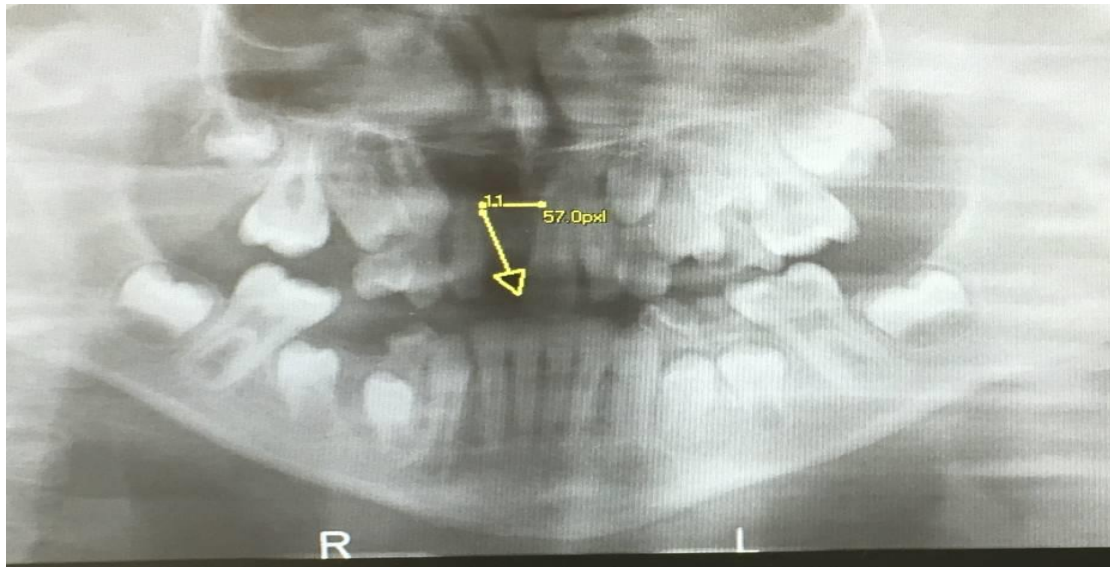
Radiografia panoramike
